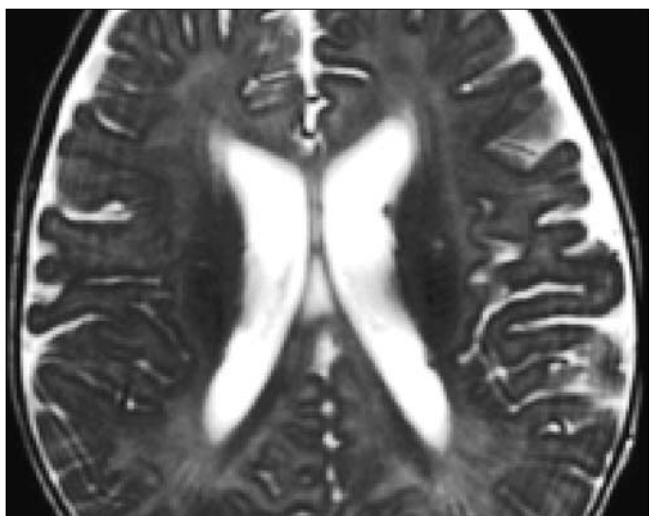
Resonancia magnética craneoencefálica a los 5 meses: se observan múltiples nódulos subependimarios, adyacentes a la pared de los ventrículos laterales, no calcificados.
